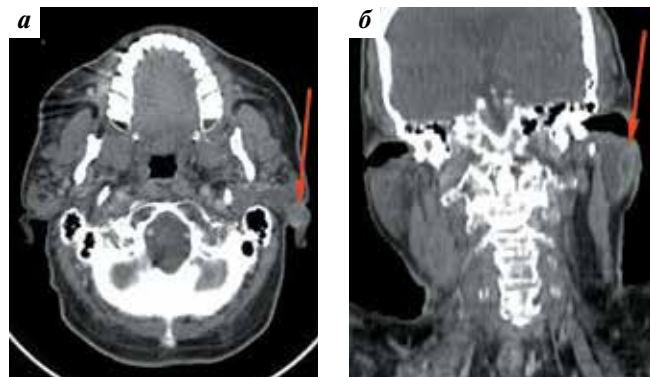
Пациент Д. Третий рецидив плоскоклеточного рака кожи левой ушной раковины. Компьютерная томография головы и шеи с внутривенным контрастированием: а – аксиальный срез; б – фронтальный срез. Визуализировано образование с периферическим накоплением контрастного вещества в области основания левой ушной раковины, распространяющееся вдоль заднего края левой околоушной железы до нижнего полюса Fig. 1. Patient D. Third relapse of squamous cell carcinoma of the left ear skin. Contrast-enhanced computed tomography images: a – axial image; б – frontal image. A tumor with peripheral accumulation of contrast agent is visualized at the base of the left ear. The tumor spreads along the posterior edge of the left parotid gland to the lower pole
